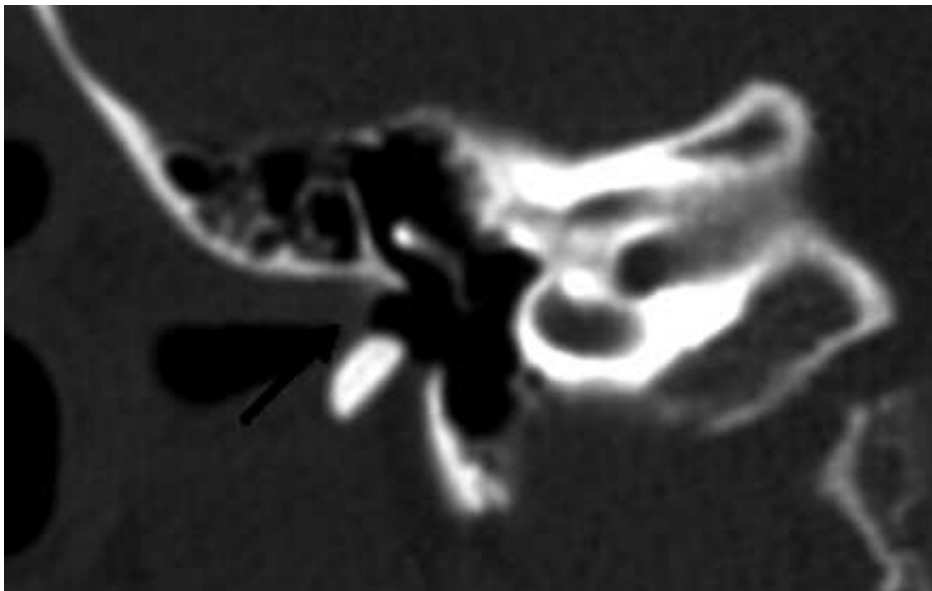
Estenosis del CAE. Imagen coronal de TC a la altura de la articulación incudoestapedia y la ventana oval que muestra una estenosis del CAE con aposición membranosa de sus paredes superior e inferior (*flecha negra*).
